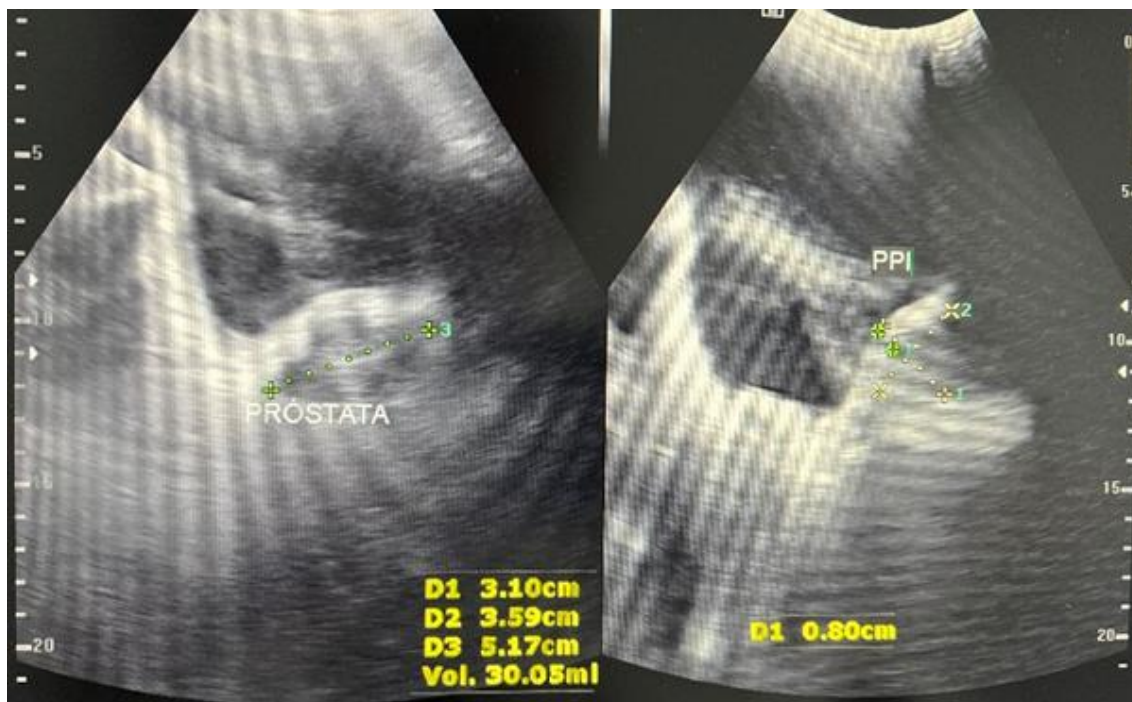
Ultrassonografia transabdominal pélvica: corte transversal evidenciando o volume prostático estimado em 30,05 cm³ (à esquerda); e corte sagital demonstrando Protrusão Prostática Intravesical (IPP) de 8,0 mm (à direita). Nota: A marcação "PPI" gerada no visor do equipamento corresponde à abreviação em português para Protrusão Prostática Intravesical, referida ao longo deste artigo pela sigla internacional IPP.
